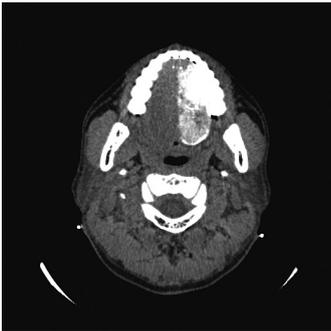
カテーテル挿入後に造影剤を注入しながらCTを撮影。舌の左半分が濃染していることが確認できる。
